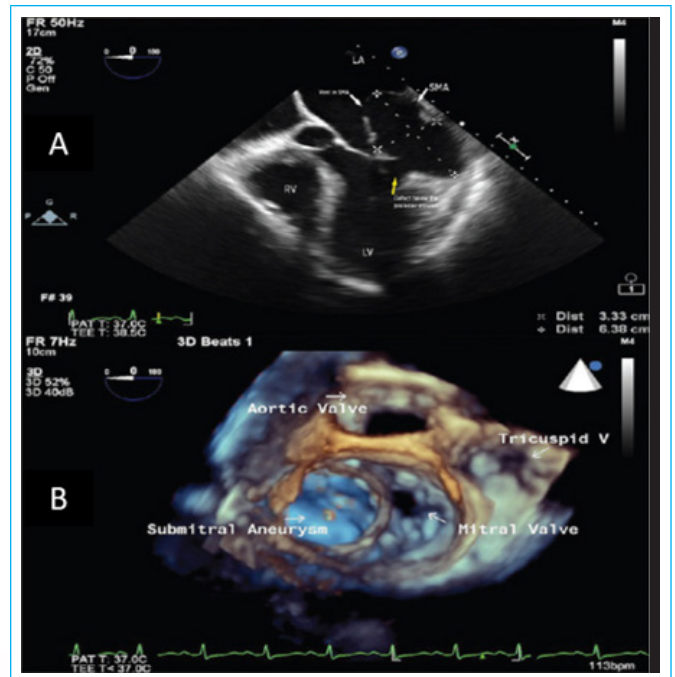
(A) Ecocardiograma transefágico, ventana en esófago medio a 0°, corte de cuatro cámaras y (B) zoom 3D que muestran el defecto debajo del anillo posterior y la porción del ASM que se comunica con la aurícula izquierda (Singh 2021).
